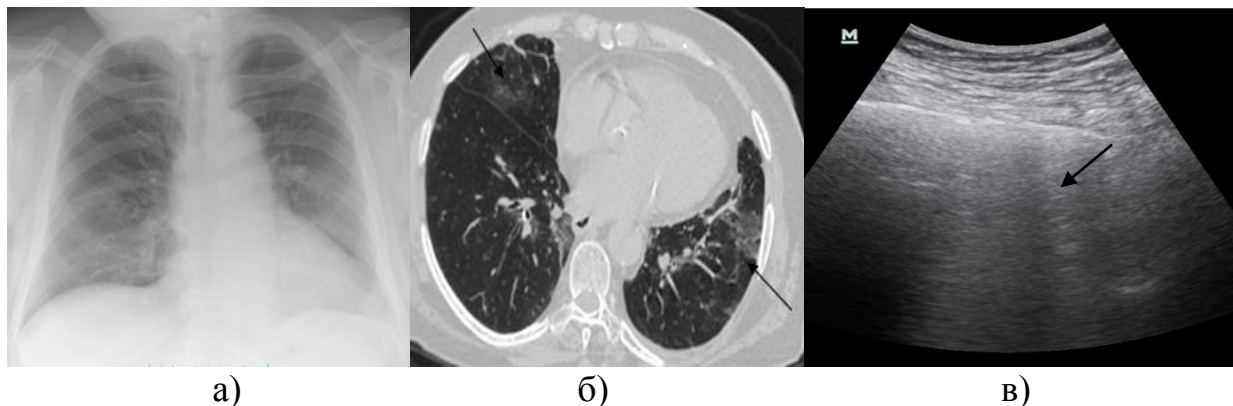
(а,б,в) – Rn-картина умеренного усиления легочного рисунка (а). КТ-картина «матового стекла» в S4, S5 справа и в S8, S9, S10 слева (б) и ультразвуковая картина интерстициального поражения легких в S9, S10 слева с множественными В-линиями (в)
